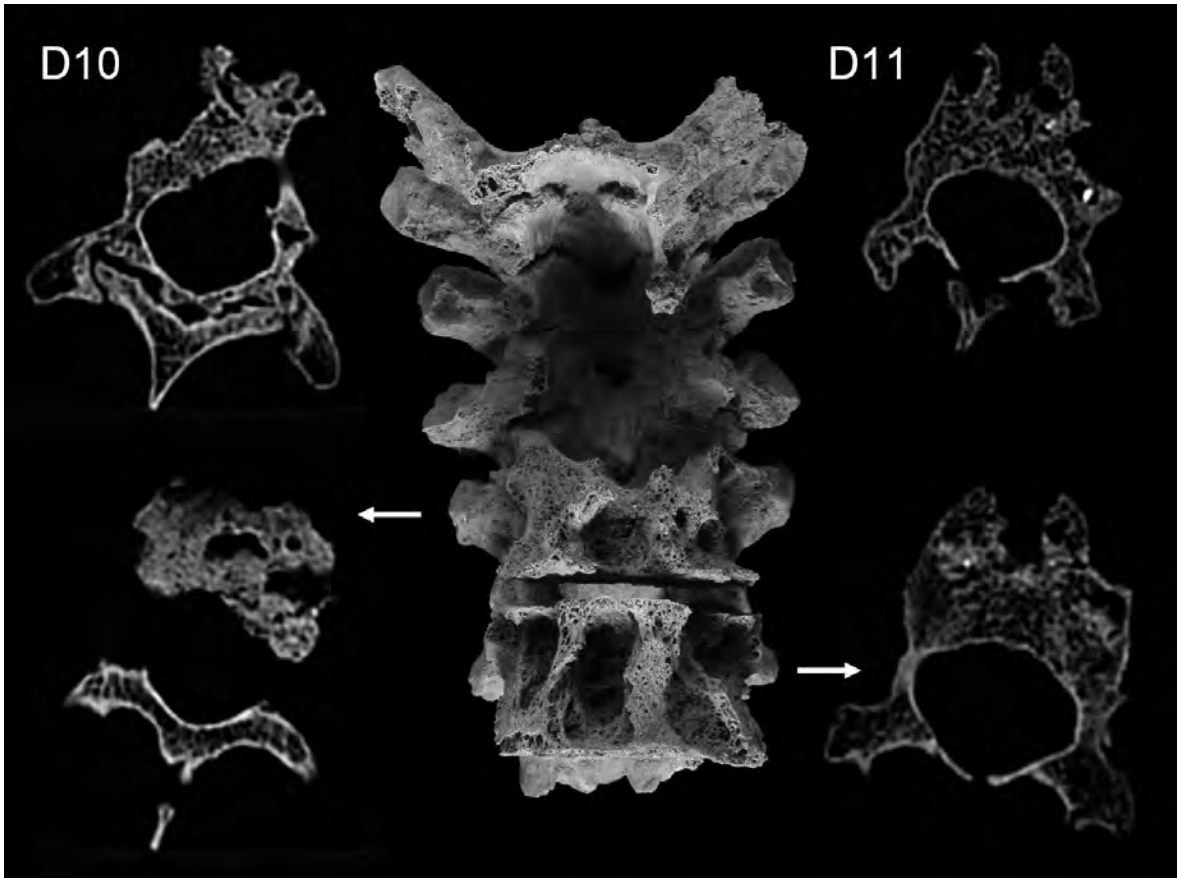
Vista anterior del fragment de columna dorsal amb tomografies a diferents nivells que mostren les cavitats fistuloses de l'interior dels cossos vertebrals.
